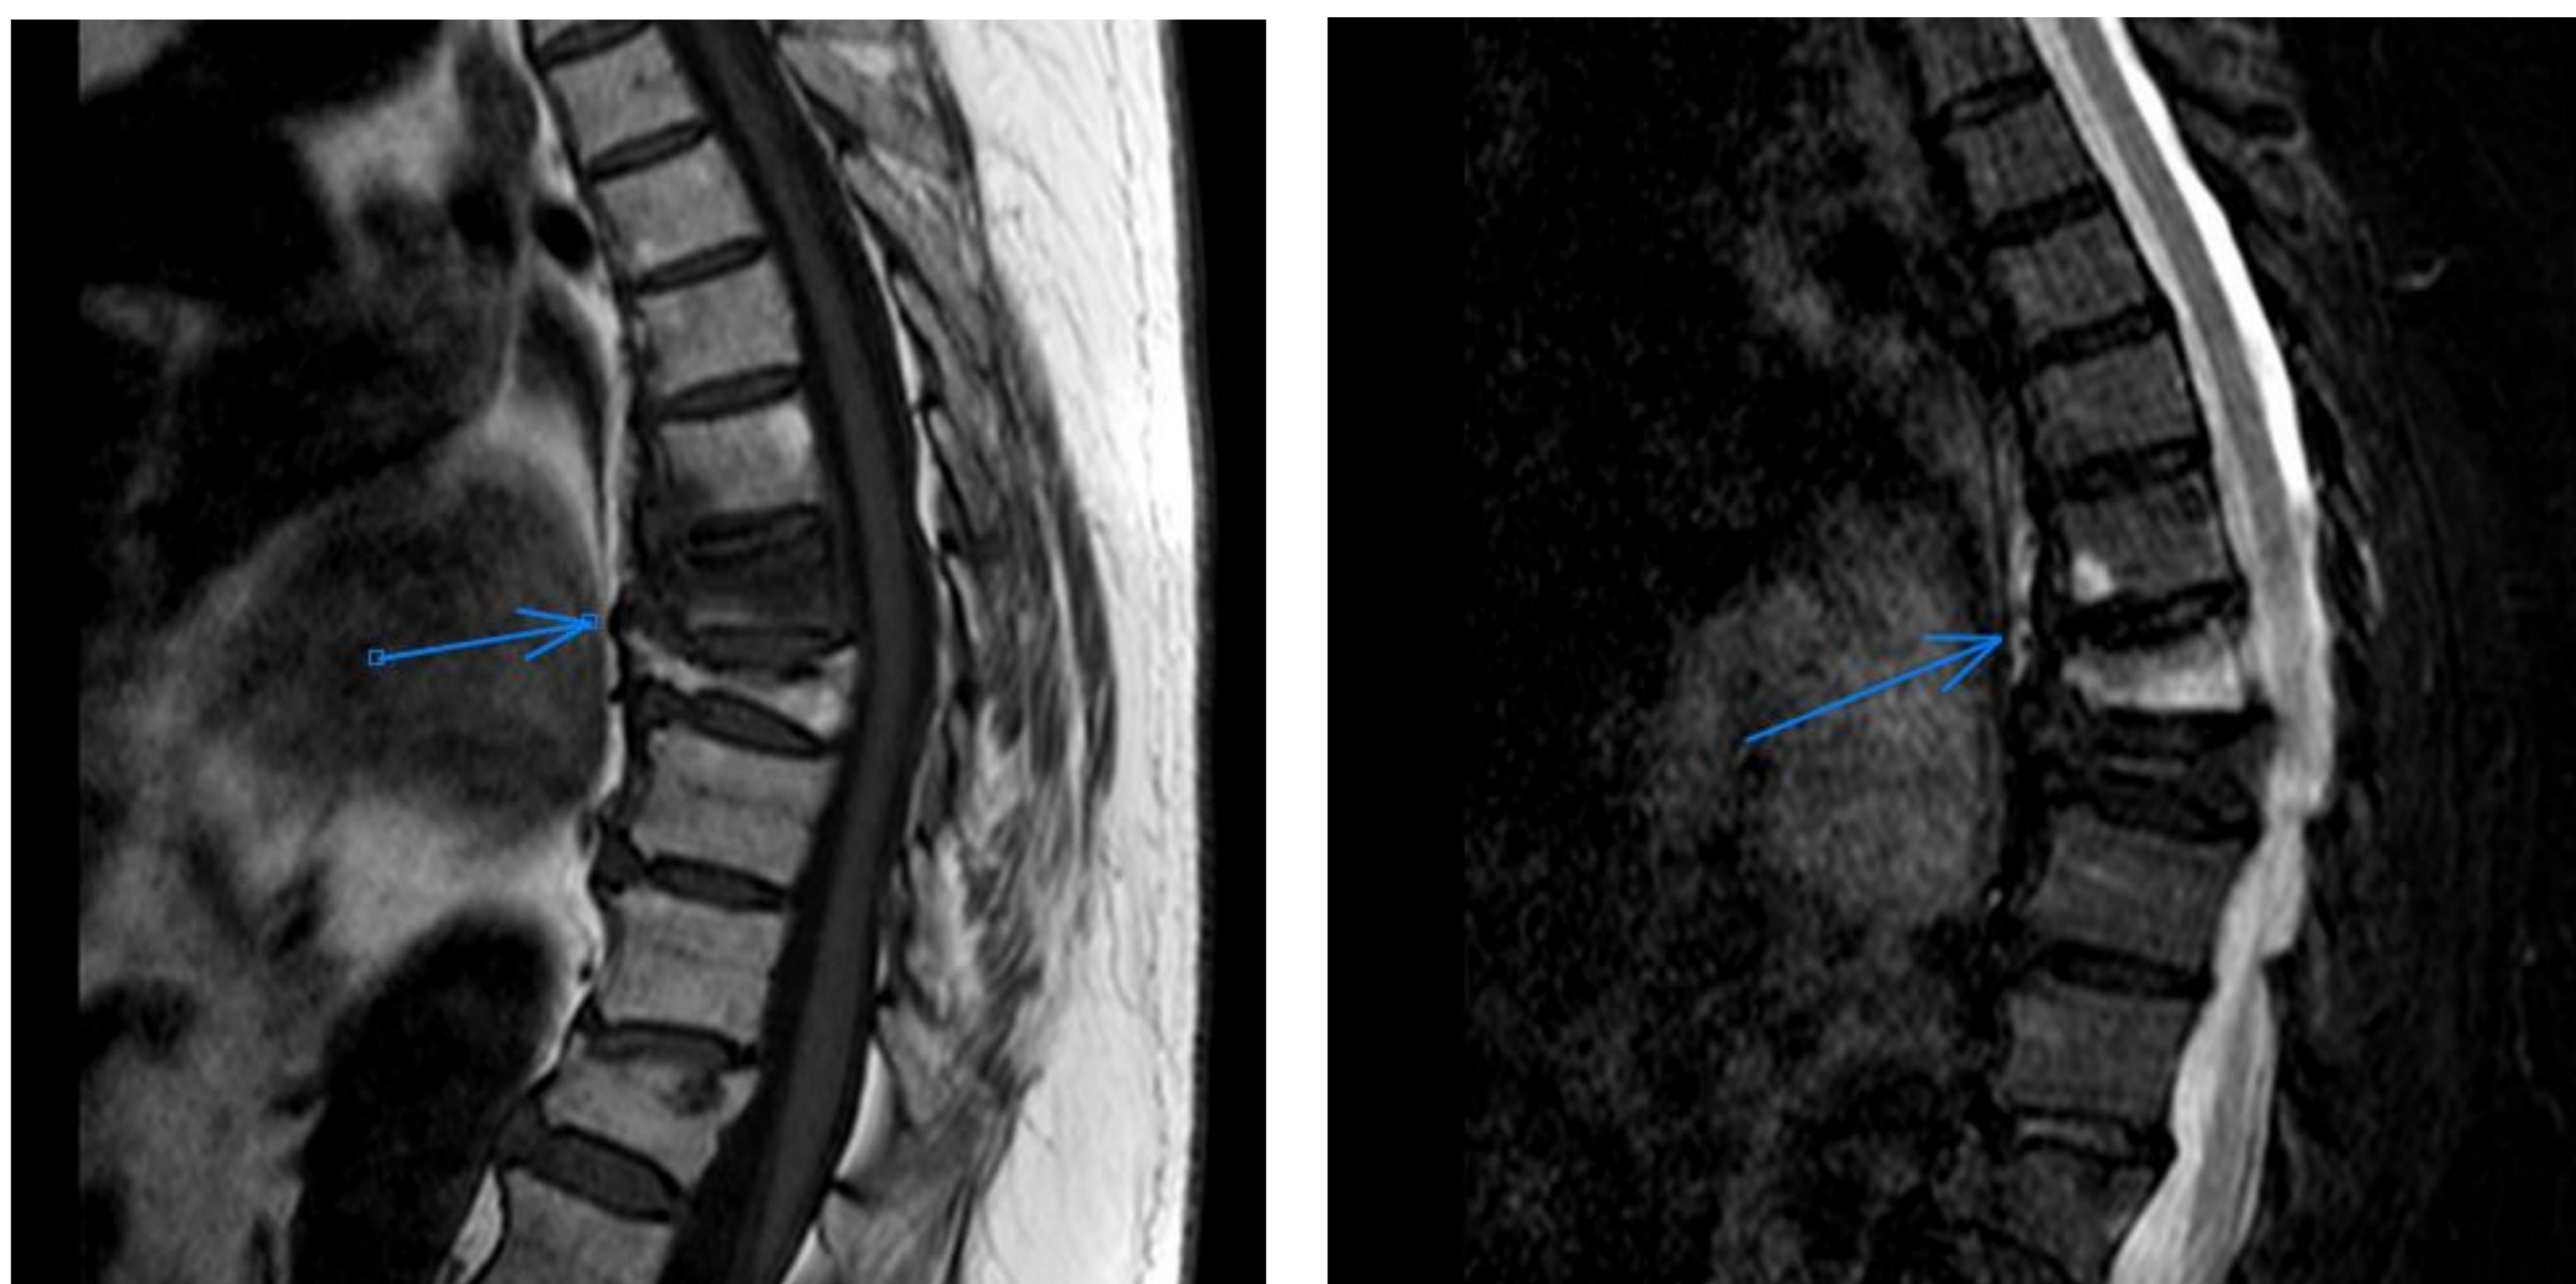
RM de columna lumbosacra, secuencias sagitales T1, T2 y T2 Dixon.
